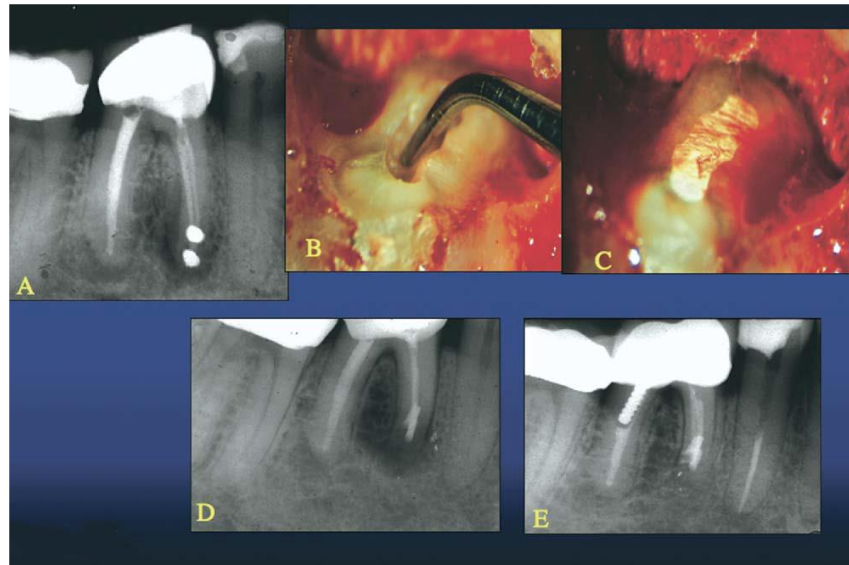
(A) Caso quirúrgico tradicional fallido. (B) Utilización de puntas ultrasónicas para la creación de cavidad retentiva periapical (caja de obturación). (C) Obturación de raíz con Super EBA. (D) Radiografía inmediatamente después de cirugía. (E) Radiografía 1 año después de la cirugía que muestra curación completa.
